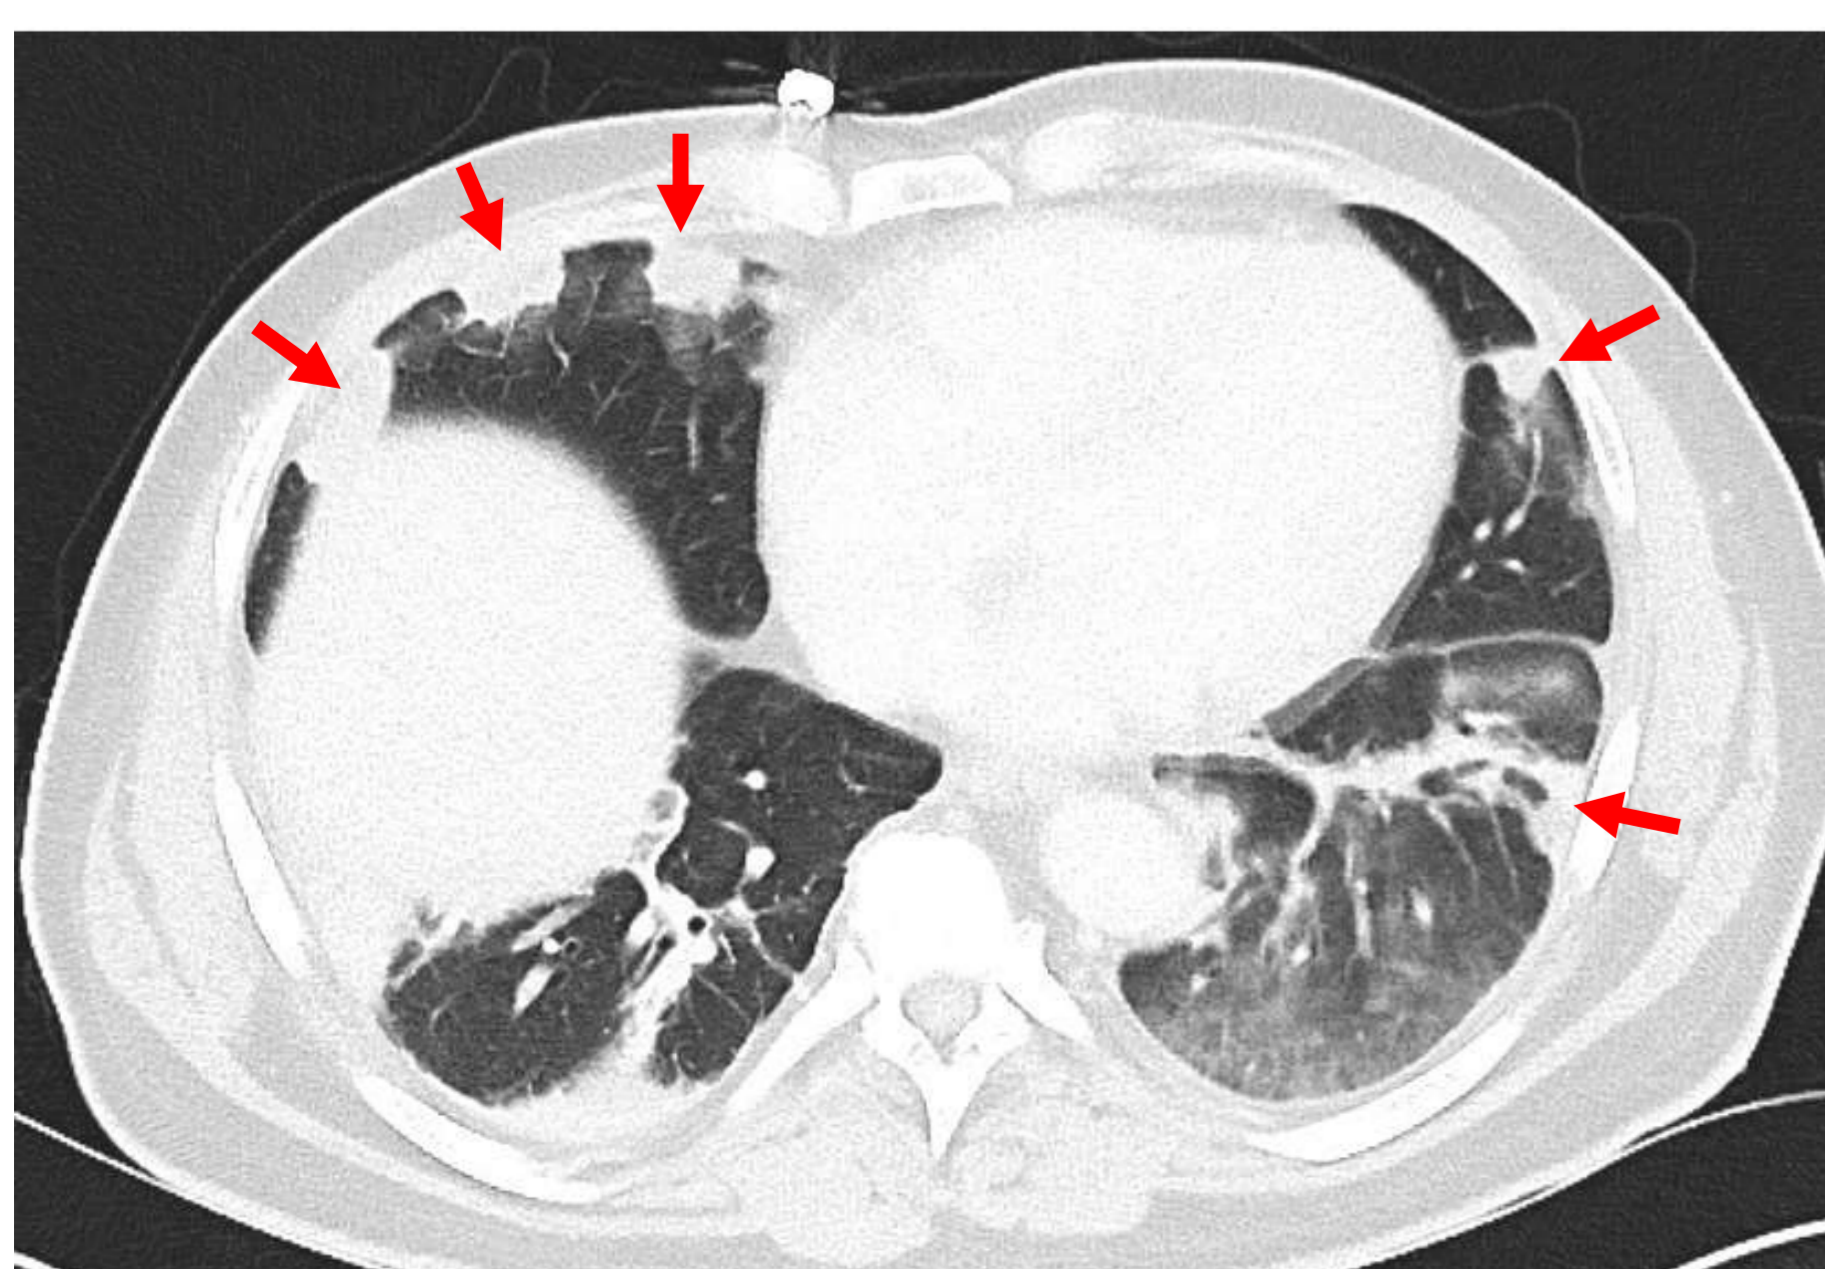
CT Thorax: ausgeprägte periphere, subpleural betonte, teils nekrotische, noduläre Konsolidierungen der Lunge, am ehesten septisch embolisch imponierend.
